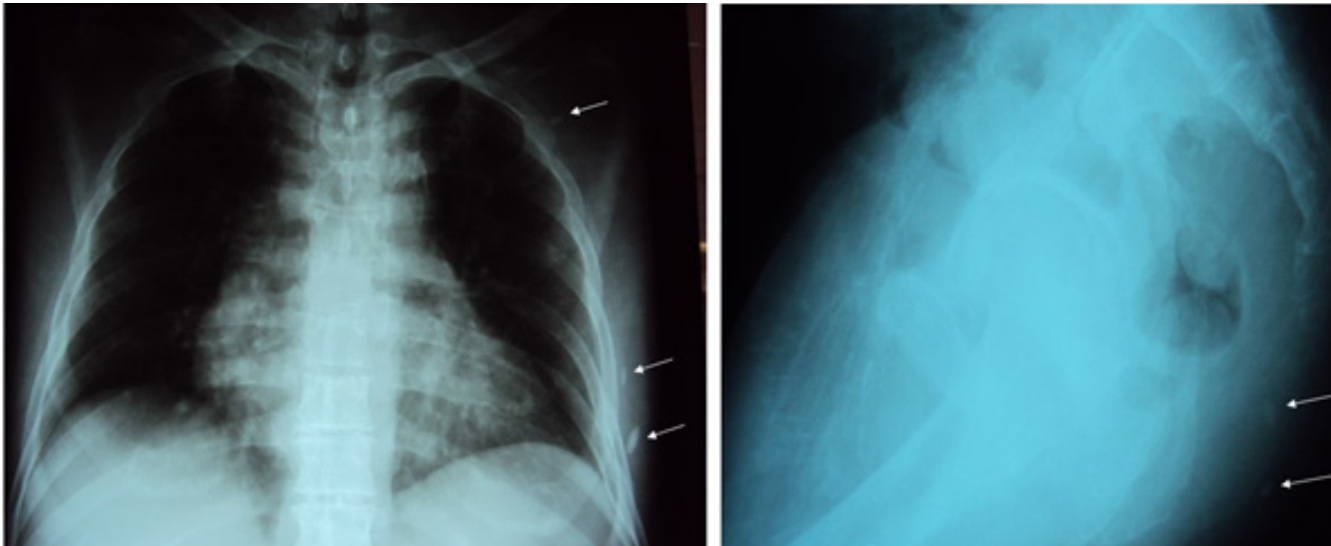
Radiografía de tórax y región glútea donde se visualizan imágenes radiopacas compatibles con cisticercosis muscular.
